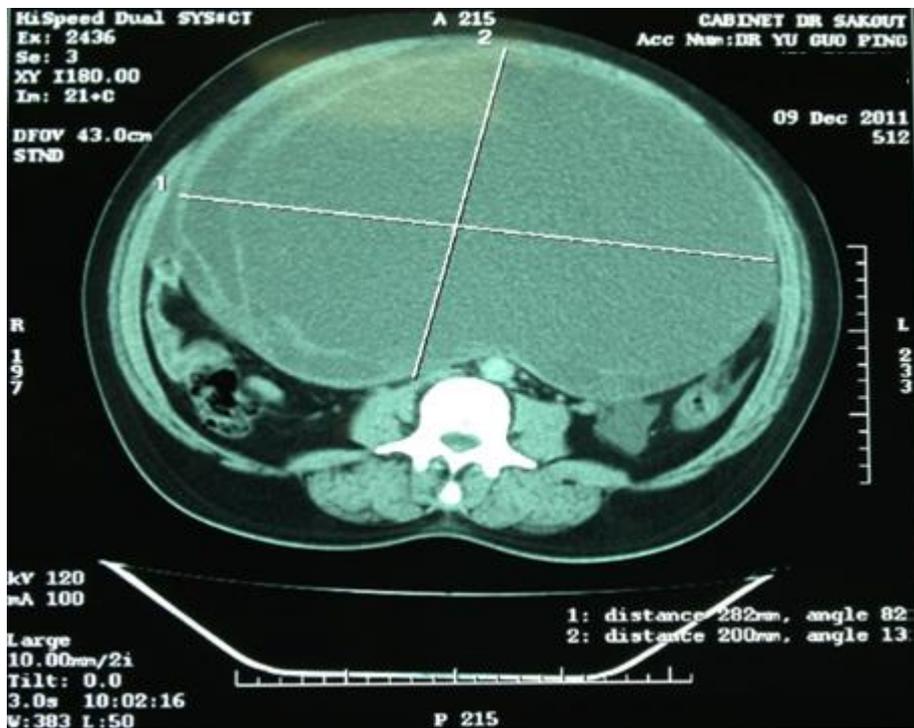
tumeur de la granulosa adulte: TDM AP: volumineuse masse kystique abdominopelvienne avec des cloisons internes mesurant 40×35 cm.
